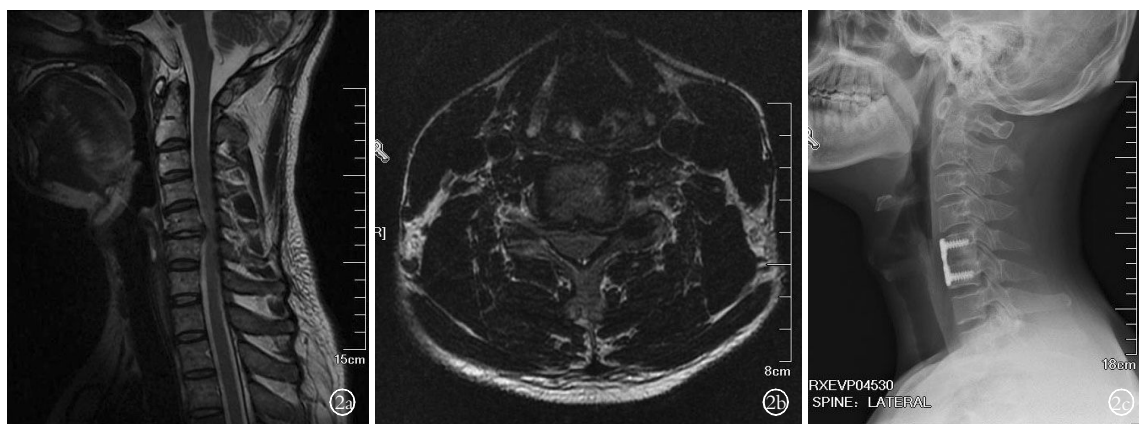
患者,男,43 岁,颈椎间盘突出症(C_{5,6}),采用 ACDF 治疗 2a,2b. 术前颈椎 MRI 矢状位和轴位像 2c. 术后第 2 天颈椎侧位 X 线片
